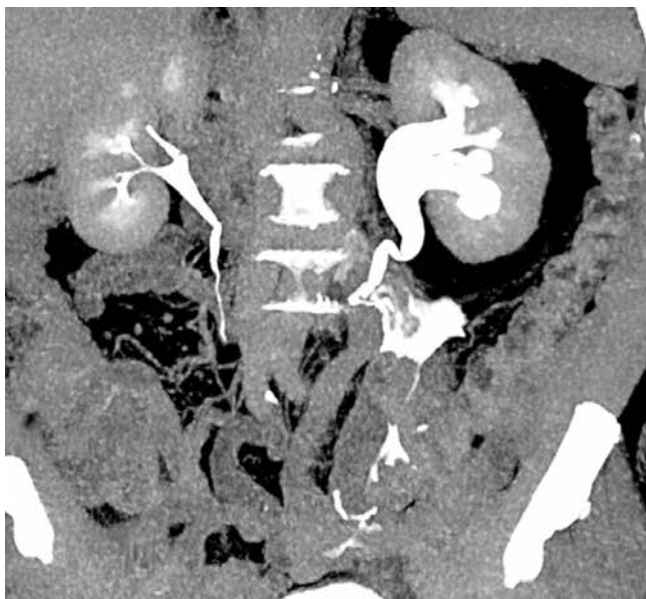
Пациент М., 67 лет. Дефект мочеточника после лапароскопической резекции нисходящего отдела сигмовидной кишки. По данным компьютерной томографии выявлен дефект левого мочеточника с затеком контрастного препарата в брюшную полость, малый таз
